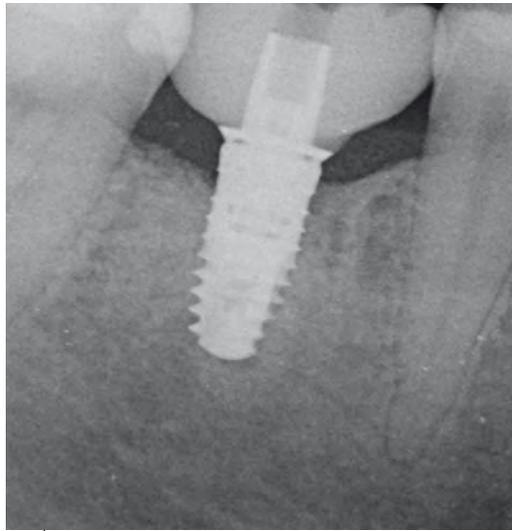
Röntgenkontrollbild zum Abschluss der Behandlung
